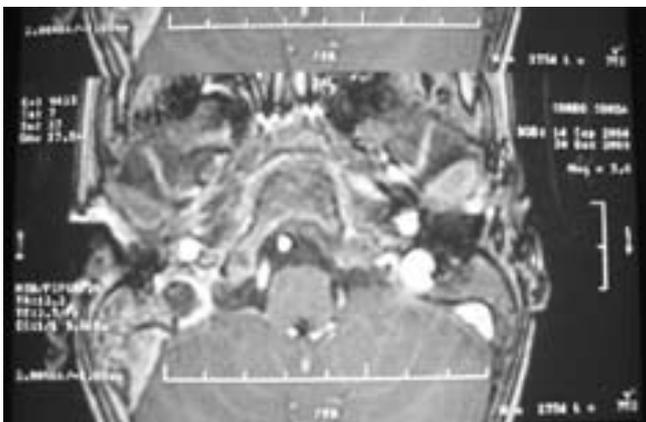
RM: presenza di tessuto iperintenso di natura infiammatoria a livello delle cellette mastoideebilateralmente.
